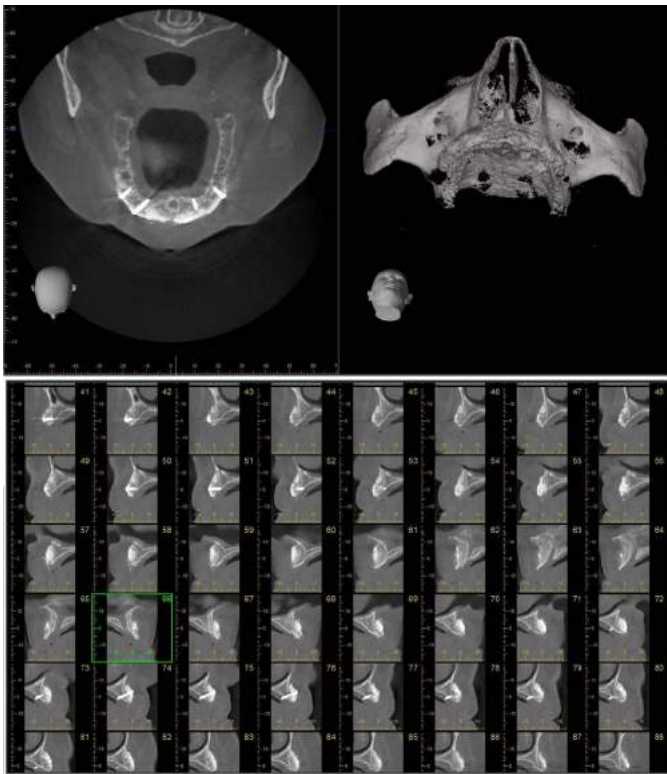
CBCT images of patient's maxilla 4 months after grafting procedure.
